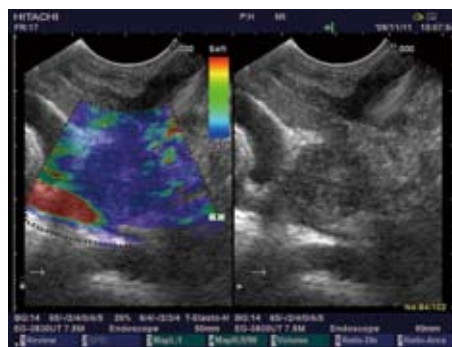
胰腺癌. 胰腺头部低回声病灶, 超声内镜弹性成像呈均匀蓝色, 评分为4分.
